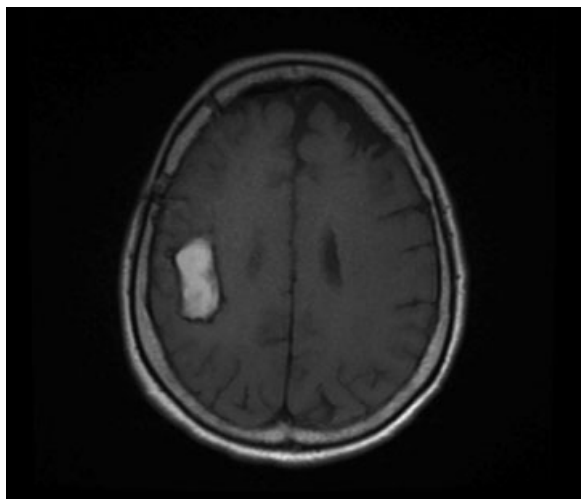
Imagem de ressonância magnética do encéfalo – sequência FLAIR, corte axial – mostrando hematoma intraparenquimatoso frontoparietal direito.
